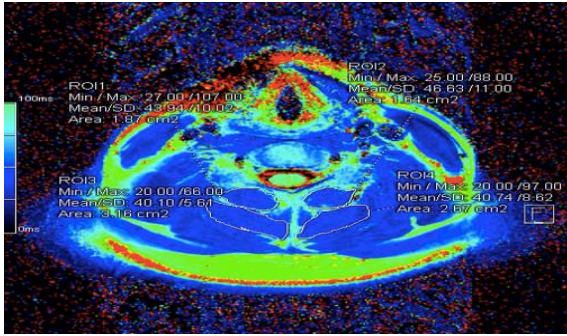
b. MRI results after exercise.
